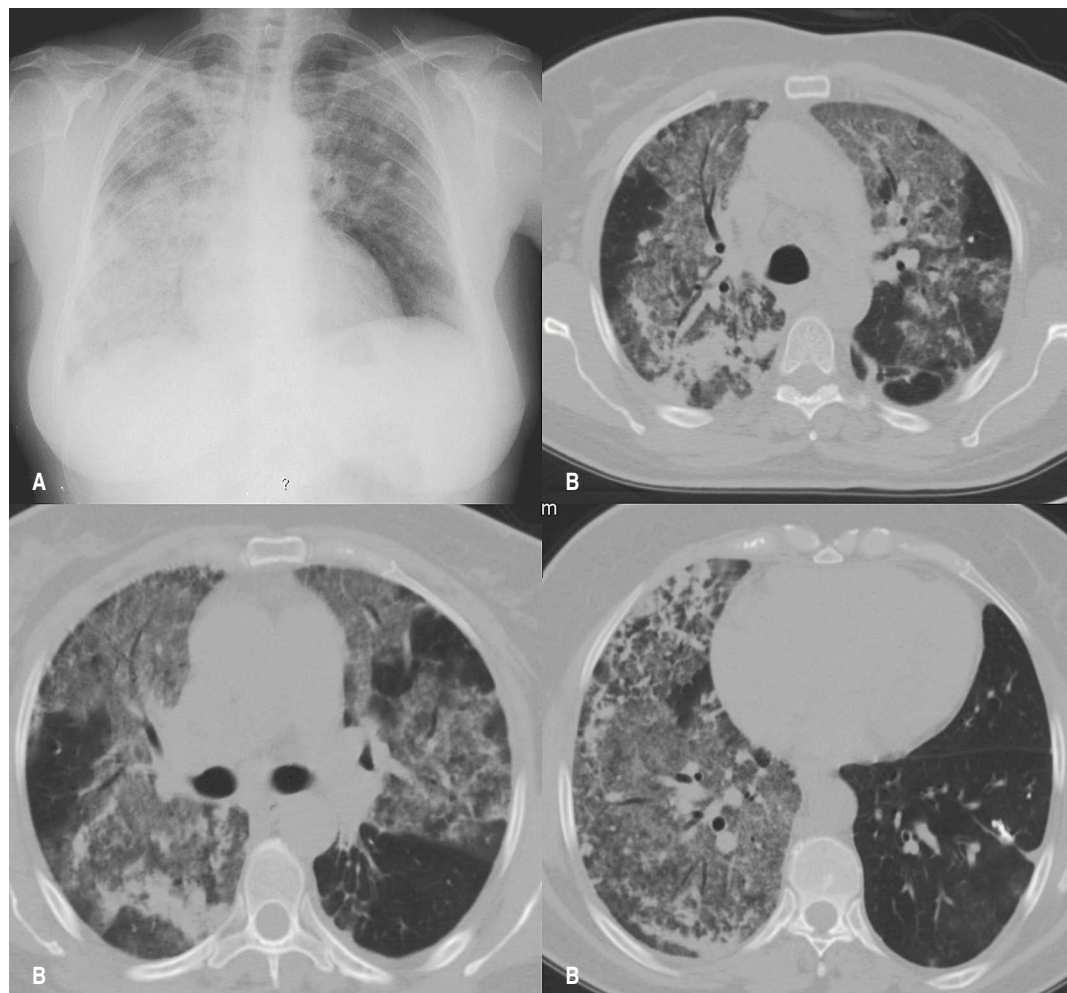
Hemorragia alveolar em doente com poliangite microscópica – Rx tórax (A) e TC torácica (B)
